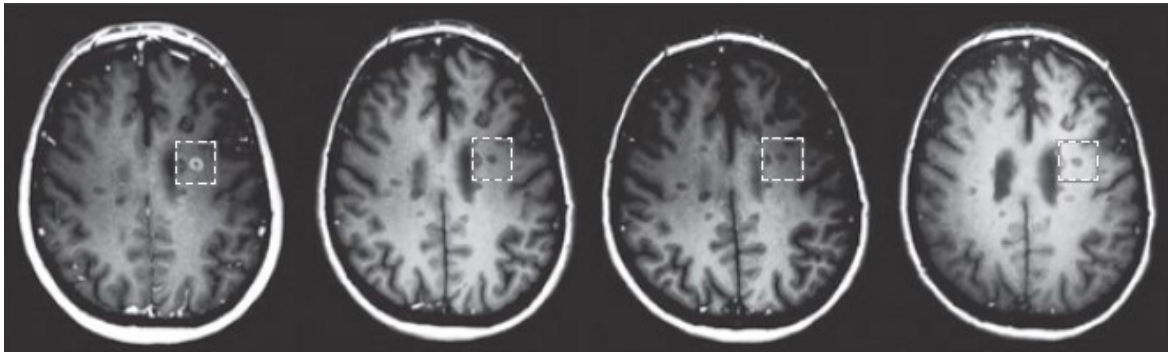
Evolution einer MS Läsion. Im Abstand von je zwei Monaten aufgenommene T1-gewichtete MRT Aufnahmen zeigen die Entwicklung einer neuen kontrastmittelaufnehmenden Läsion (hell, außen links) zu einem hypointensen Black Hole (dunkel, außen rechts). Die Kontrastmittelaufnahme ist das Korrelat zu einem akuten inflammatorischen Prozess mit Störung der BBB. Das Black Hole ist das Korrelat zur voranschreitenden Neurodegeneration. [Reproduced from (37) with permission from Nature Publishing Group.]
